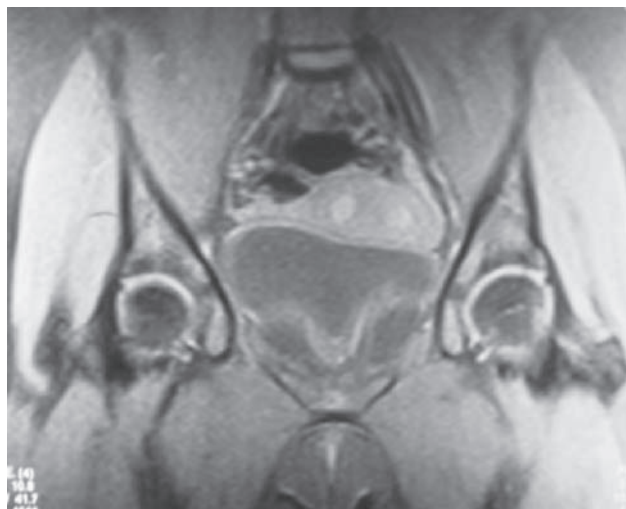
Corte transversal do útero na ressonância nuclear magnética. As setas indicam as duas cavidades endometriais.
